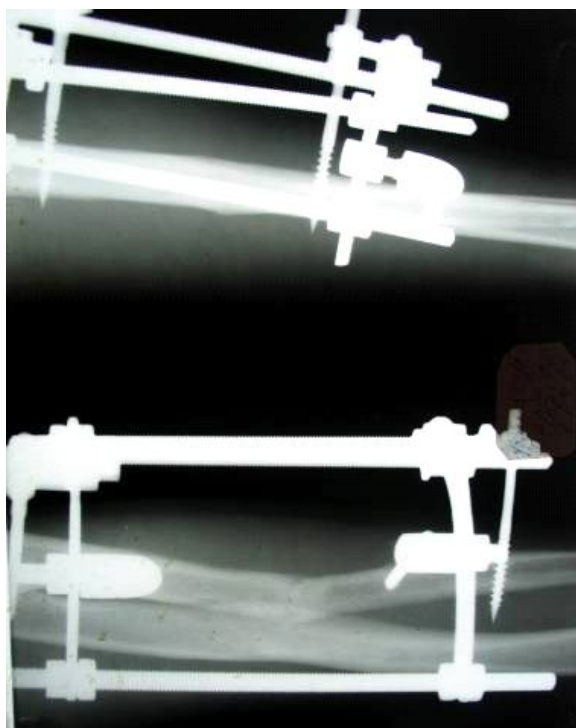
Рентгенограма хворого М., 14 рок., діагноз: Несправний суглоб середньої третини правої ліктьової кістки, стан після остеосинтезу стержневим апаратом оригінальної конструкції
